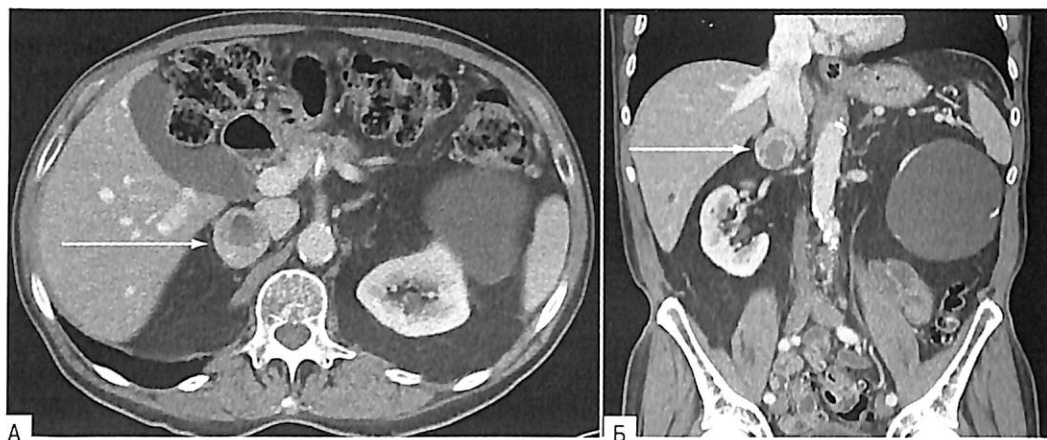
КТ живота с внутривенным контрастом 71-летнего пациента со случайно обнаруженным опухолевидным образованием правого надпочечника. Обнаружены изменения в концентрации фракционированных свободных метанефринов плазмы: метанефрин — 0,34 нмоль/л (норма <0,5) и норметанефрин — 8,59 нмоль/л (норма <0,9). В суточной моче: норэпинефрин — 455 мкг (норма <170); эпинефрин — 7,2 мкг (норма <35); допамин — 160 мкг (норма <700); метанефрин — 173 мкг (норма <400) и норметанефрин — 3147 мкг (норма <900). А — на аксиальной КТ выявлено типичное гетерогенно усиленное опухолевидное образование правого надпочечника чуть латеральнее нижней полой вены (3,8 см), имеющее признаки феохромоцитомы (стрелка); Б — фронтальный срез показывает, что опухолевидное образование располагается (стрелка) выше правой почки и ниже и медиальнее печени. После назначения α - и β -адреноблокаторов 20-граммовая феохромоцитома размером 2,5×1,5×1,5 см была удалена лапароскопически.
